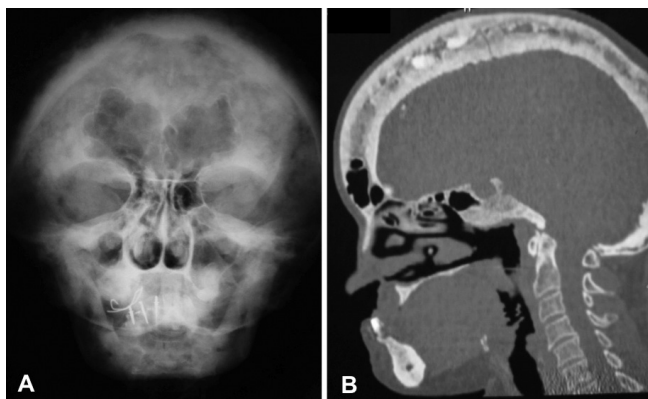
A- Radiografia de face em incidência do tipo mento-naso modificada, de paciente do gênero feminino, portadora de Doença de Paget, em tratamento com ácido zoledrônico há 3 anos, evidenciando alterações de densidade óssea no esqueleto craniofacial
